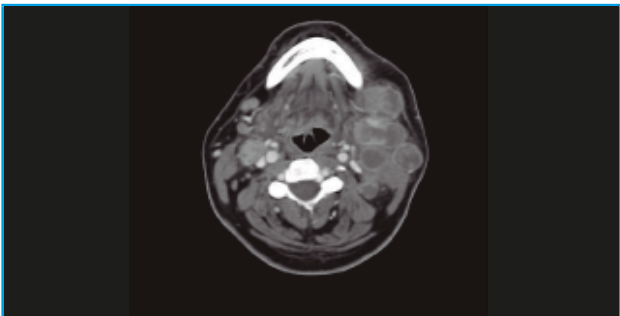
TC axial. Múltiples adenopatías cervicales en lado izquierdo con gran componente de necrosis y adenopatía contralateral en nivel II derecho hipercaptante. Cuello N2c.
